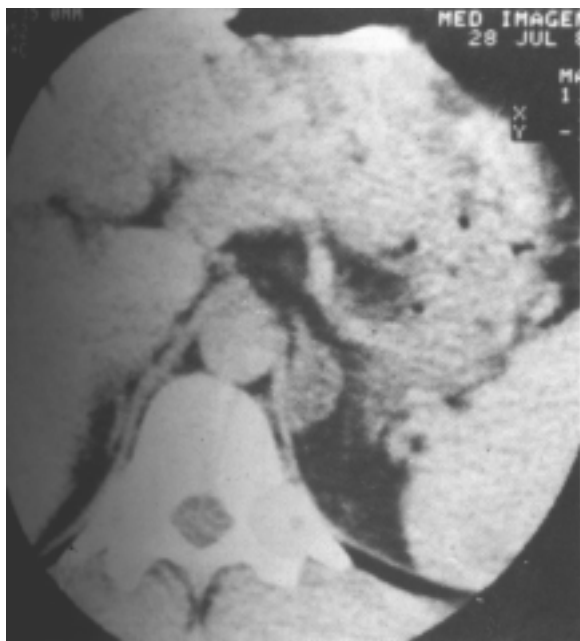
Adenoma (aldosteronoma) em glândula supra-renal esquerda, à tomografia
